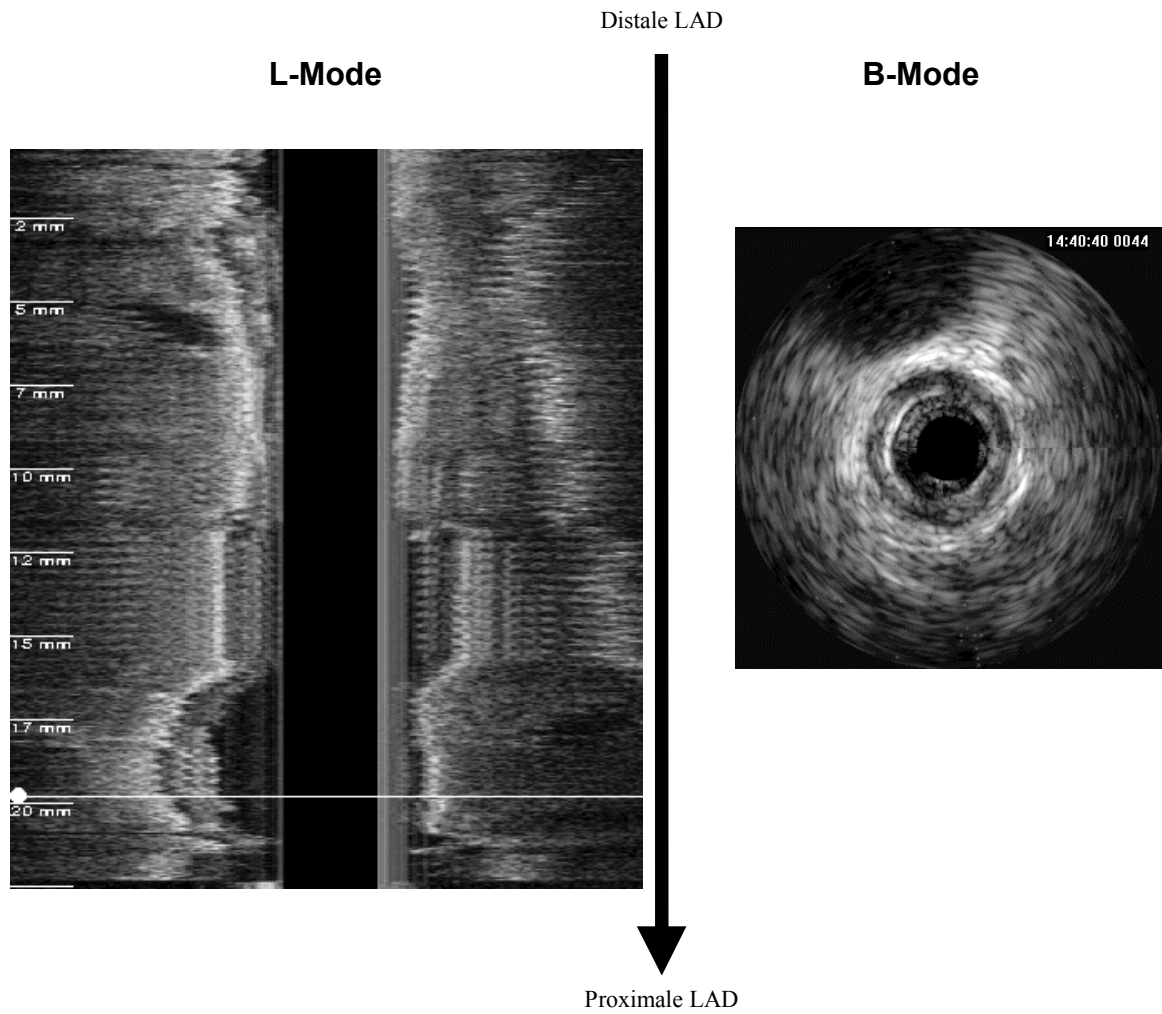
Prinzip der longitudinalen Koronargefäß-Rekonstruktion (L-Mode) aus den gewonnenen, sonographischen Gefäßtomogrammen (B-Mode).
